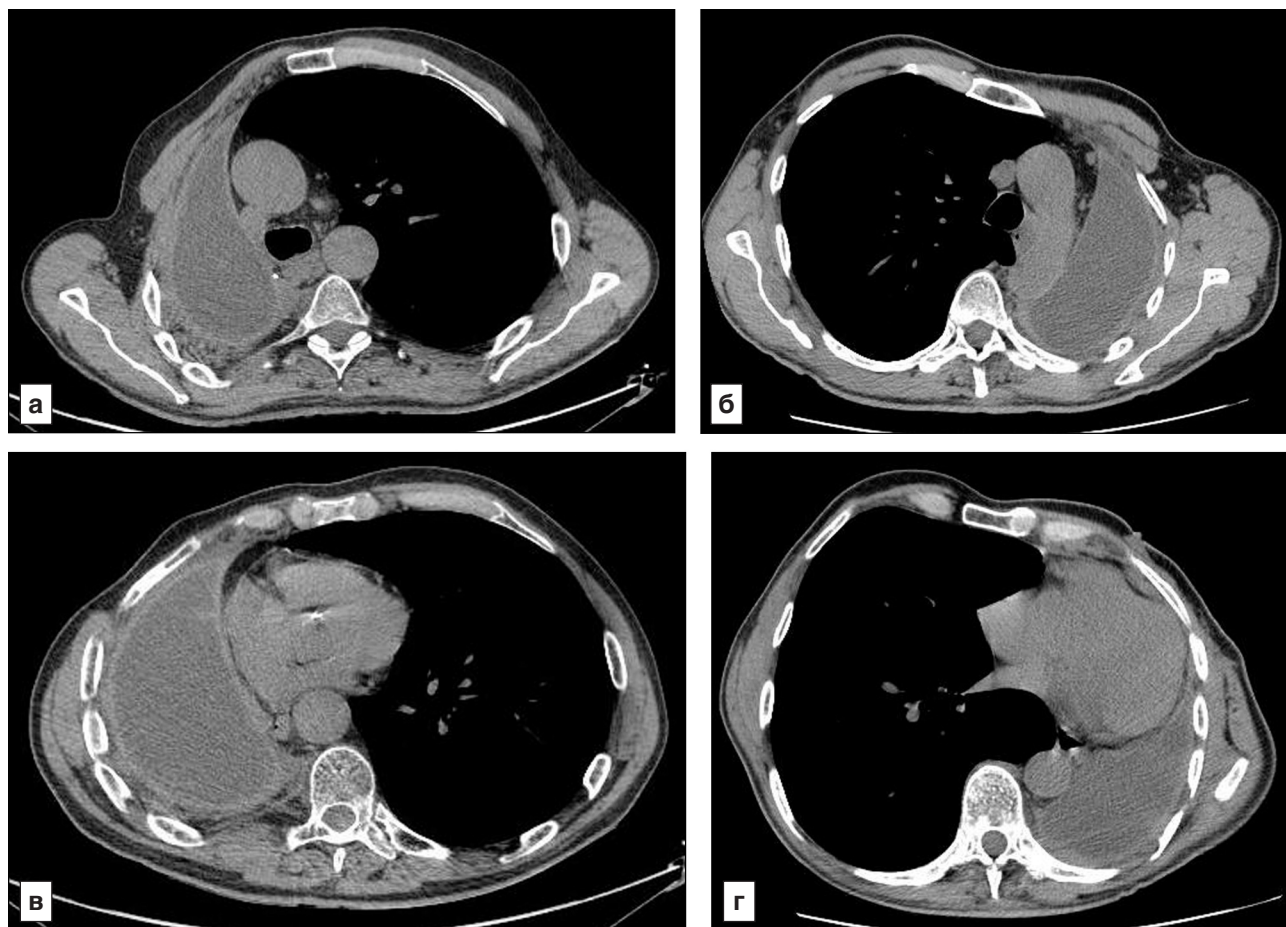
Аксиальные компьютерные томограммы пациентов через 6 мес после операции.
